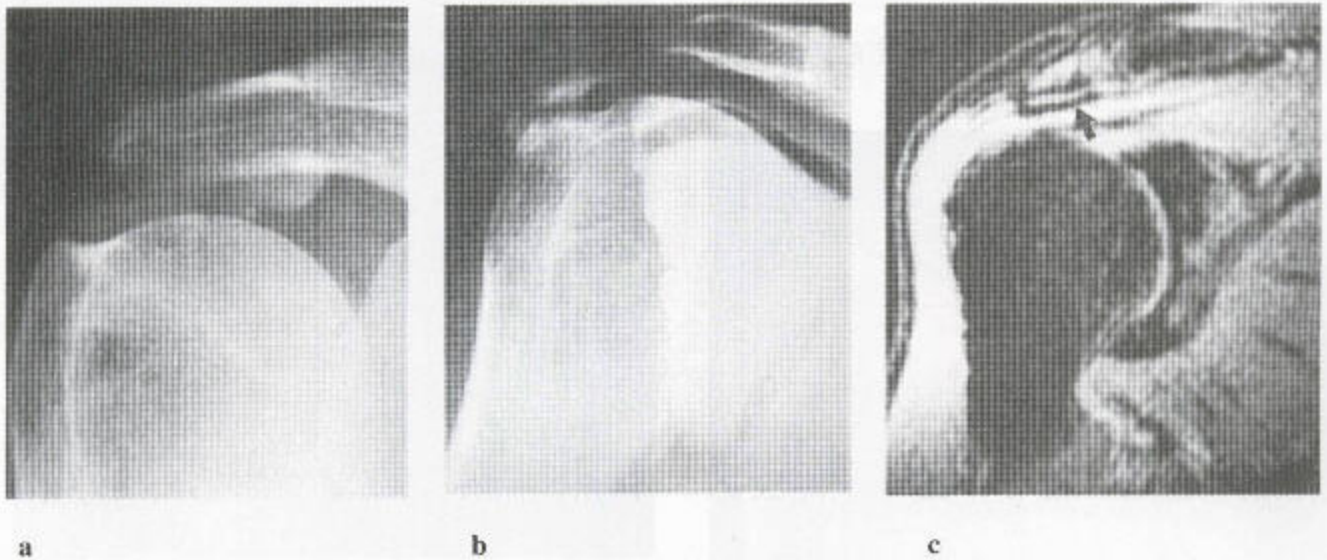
(a) 冈上肌附着处的钙化性肌腱炎。显示大粗隆近端有广泛性钙化。(b) 在另一例患者, 旋转套仍然完整, 像关节造影片证明的那样。(c) 见于 MRI 的旋转套钙化。在脂肪抑制序列上, 一个低信号横行带正好位于肩峰下方 (箭头所示)。
